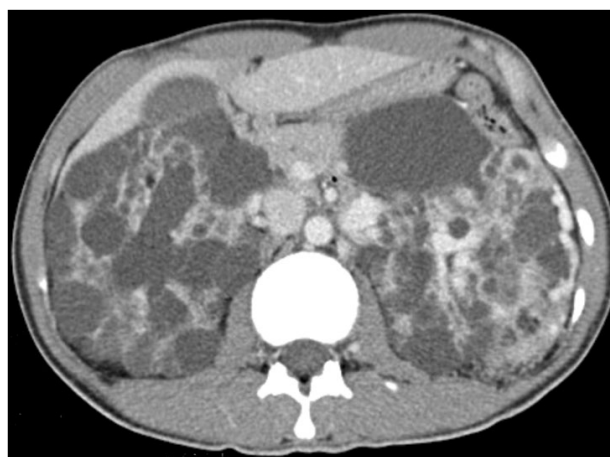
Contrast enhanced abdominal computed tomography (CT) image. Abdominal CT scan shows huge, well-margined masses composed of both fat and soft tissue density in both kidneys.
